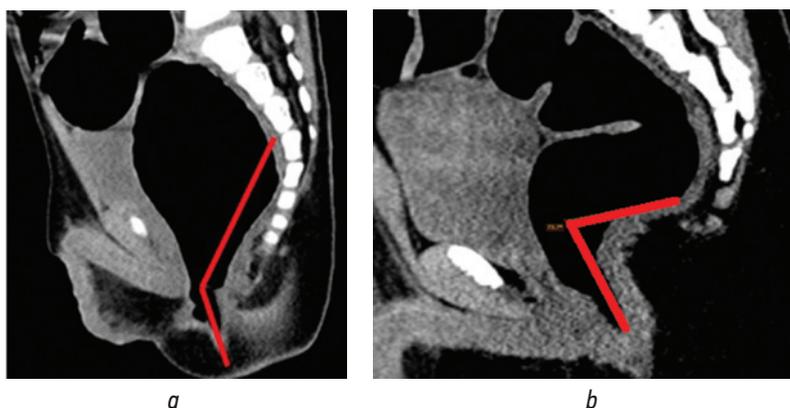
Результаты введения аутожира (формирование аноректального угла) по данным спиральной компьютерной томографии: *a* — до введения; *b* — через 4 месяца после введения аутожира
